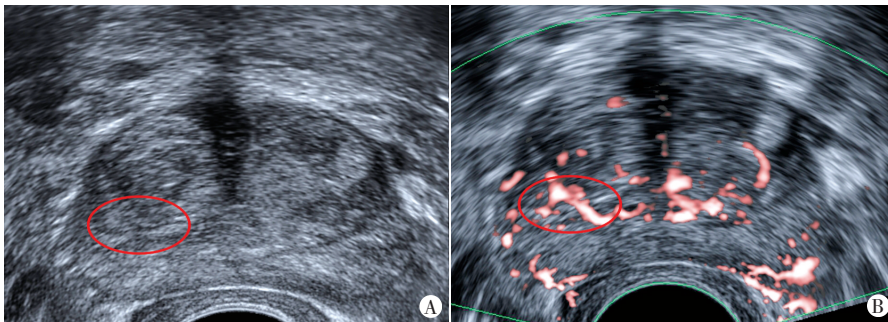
前列腺癌患者(68岁)常规超声图像(A)及SMI图像(B),常规超声未发现可疑病灶,SMI扫描时发现非对称血流,SMI 2级,Gleason 评分 3+4=7分。tPSA 为 8.08 ng/ml, fPSA 为 0.78 ng/ml
